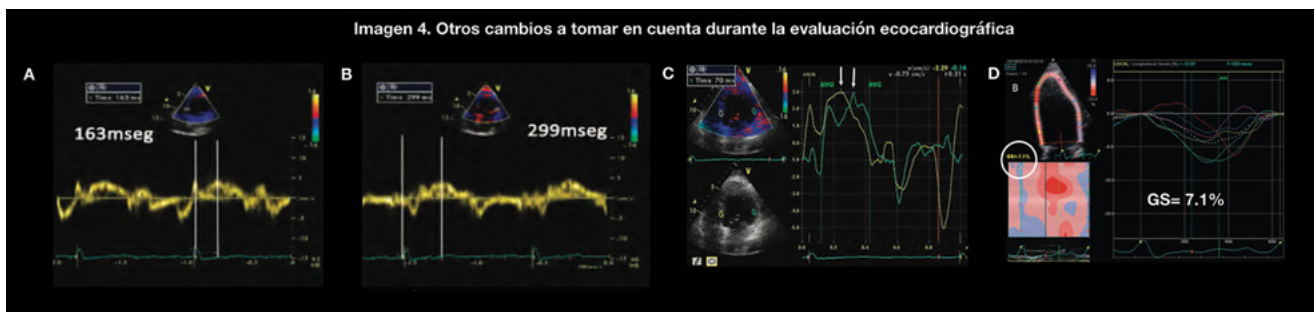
(A) Doppler tisular en el segmento basal septal valorando el tiempo desde la R del QRS hasta el pico máximo de la onda S con un tiempo 162 mseg, (B) Nótese la diferencia cuando se interroga la pared basal lateral con un tiempo de 299 mseg para una diferencia >65 s lo que es indicativo de intraventricular. (C) Se compara la velocidad de deformación sistólica luego del cierre de la válvula aórtica septal vs lateral mostrando un retardo en el tiempo de 70 ms. (D) vista de 4 cámaras con Strain longitudinal severamente disminuido en paciente con MCD.
